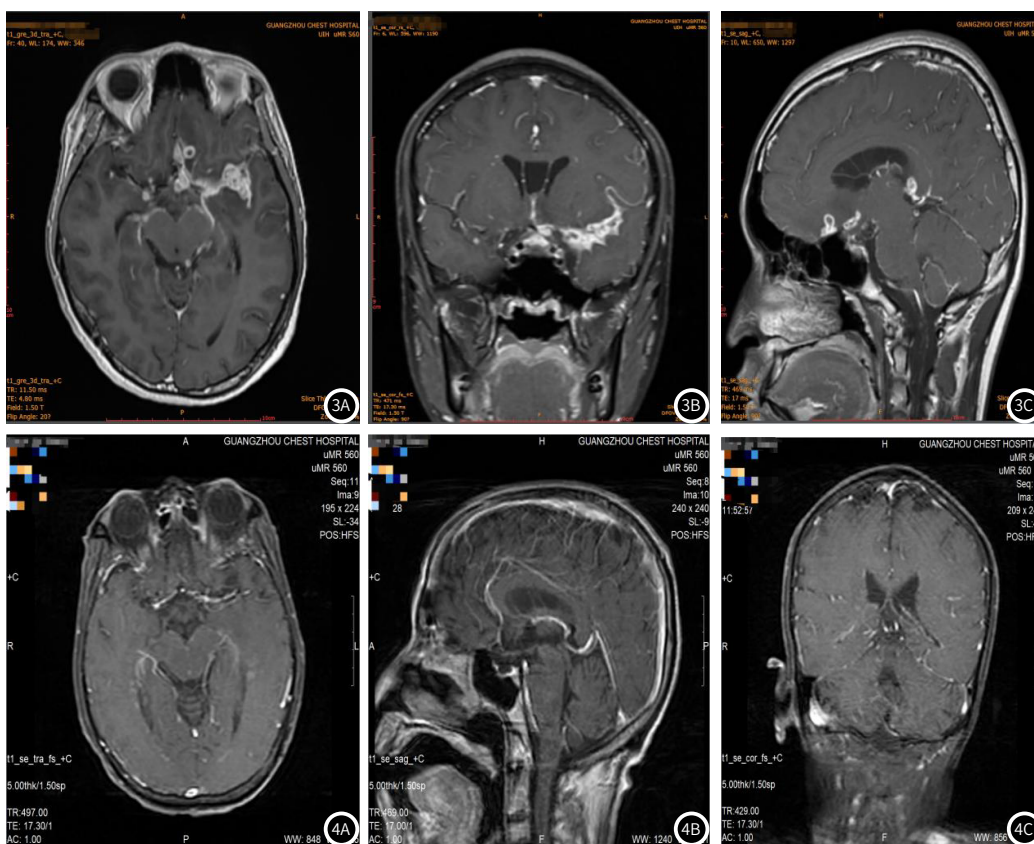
~3C 颅内结核组典型病例MRI图像。图4A~4C 病毒性脑膜炎组典型病例MRI图像。
